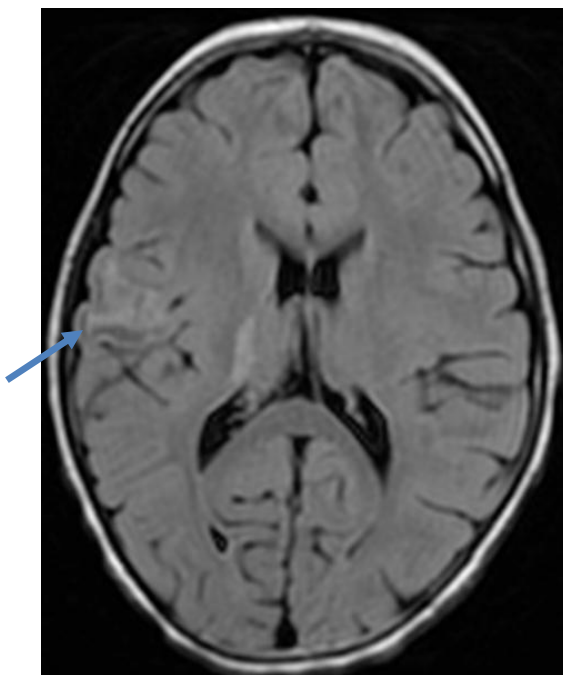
Imagem FLAIR, do primeiro pré-operatório, em corte transversal (ao nível da região superior do tálamo), evidenciando lesão córtico-subcortical, com hipersinal, localizada no hemisfério direito, nos bordos da circunvolução frontal ascendente. Lateralmente ao tálamo direito encontra-se lesão com hipersinal.
